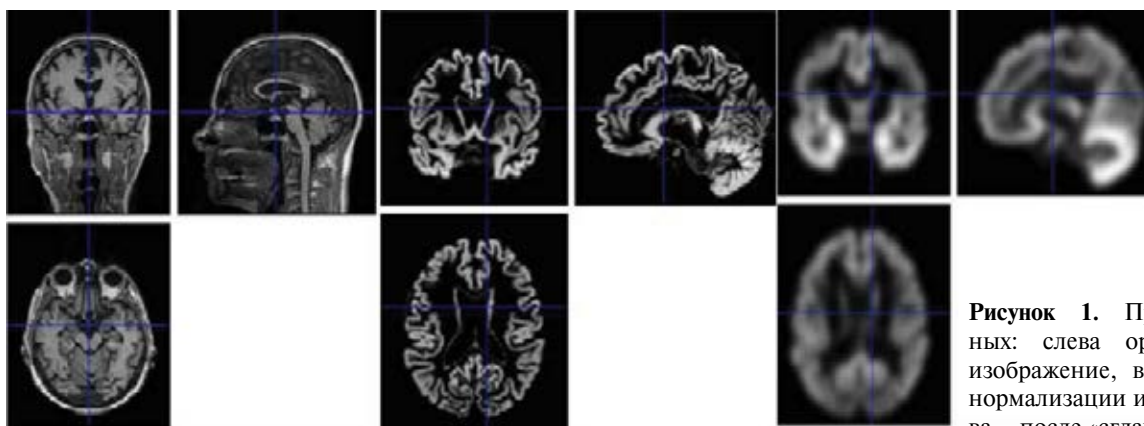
Преобработка данных: слева оригинальное МРТ-изображение, в середине — после нормализации и сегментации, справа — после «сглаживания».
